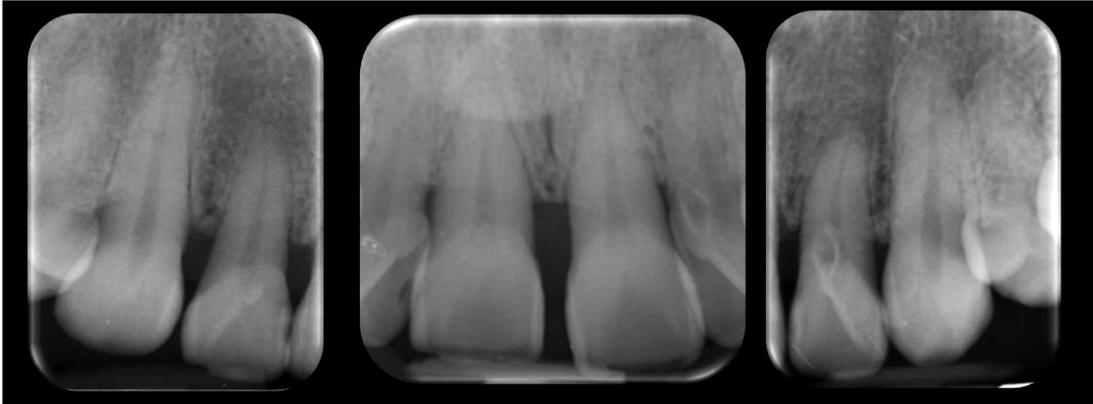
Radiografías dentolaveolares anteriores superiores.
